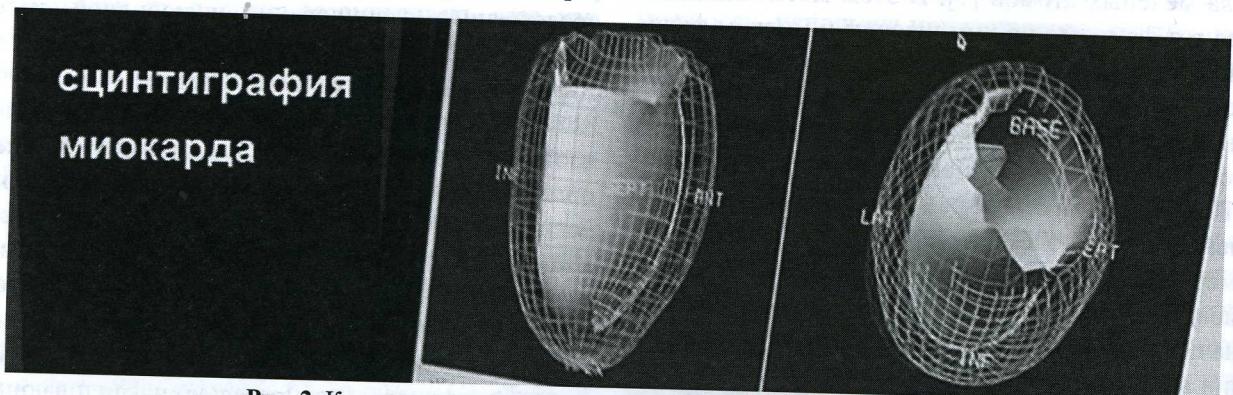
Компьютерная модель трехмерной сцинтиграфии миокарда
